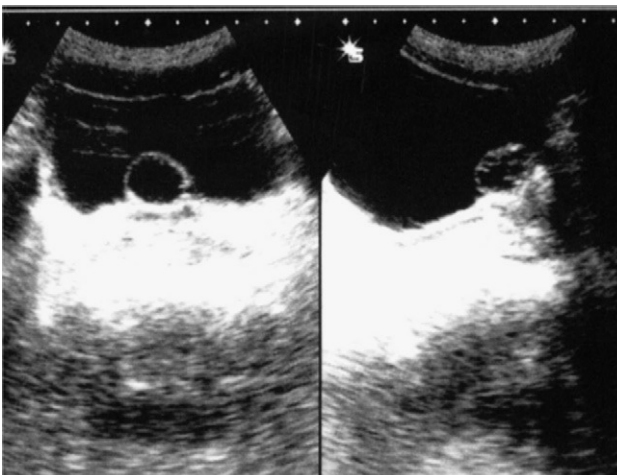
Ecografía hipogástrica que muestra lesión quística en la línea media prostática, de crecimiento endovesical.
